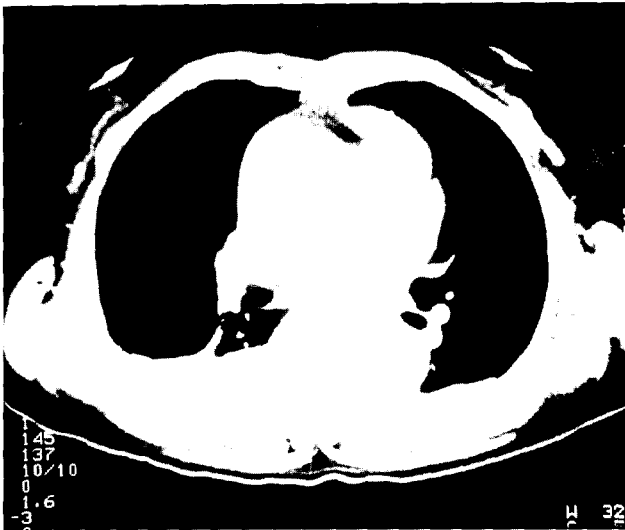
Preoperative chest CT Scan of dissecting aneurysm shows dissection of ascending aorta and false lumen containing hematoma.
